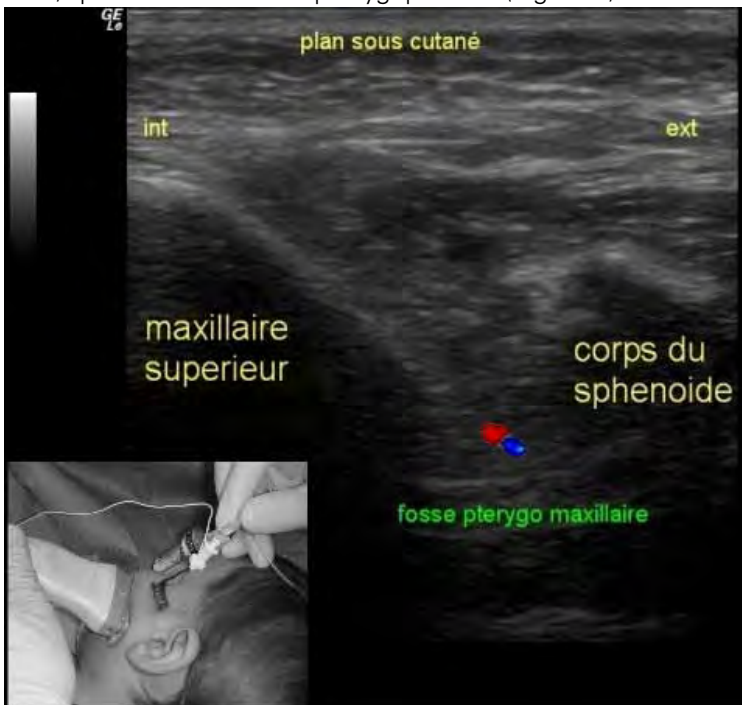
Image échographique de la fosse ptérygomaxillaire (ou ptérygopalatine)
